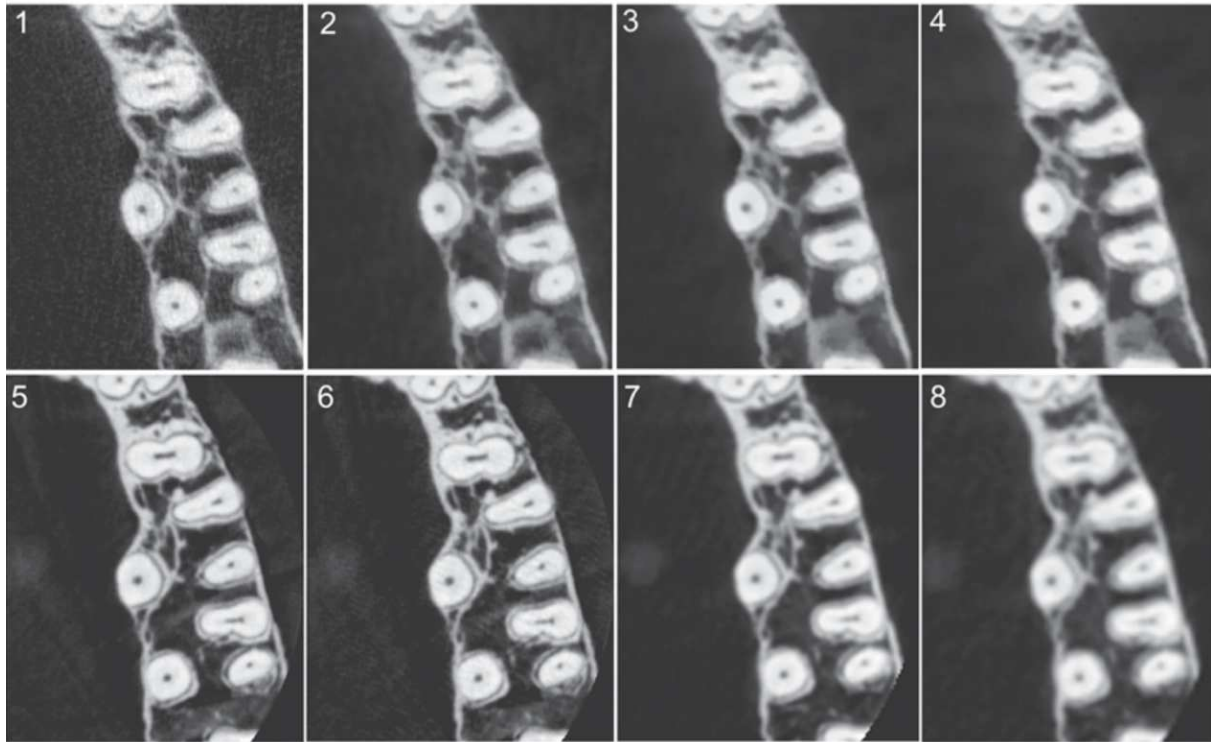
Coupes axiales d'un crâne sec humain obtenues avec 8 protocoles CBCT différents [119]
